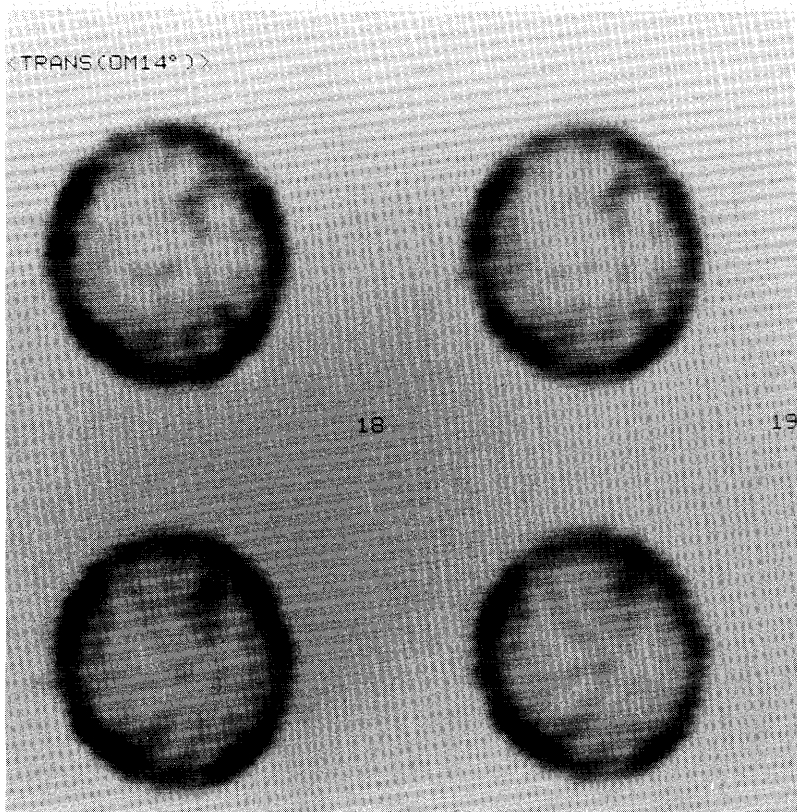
Tl-201 SPECT after treatment reveals a small area of abnormal accumulation corresponding to the lesion on x-ray CT.
